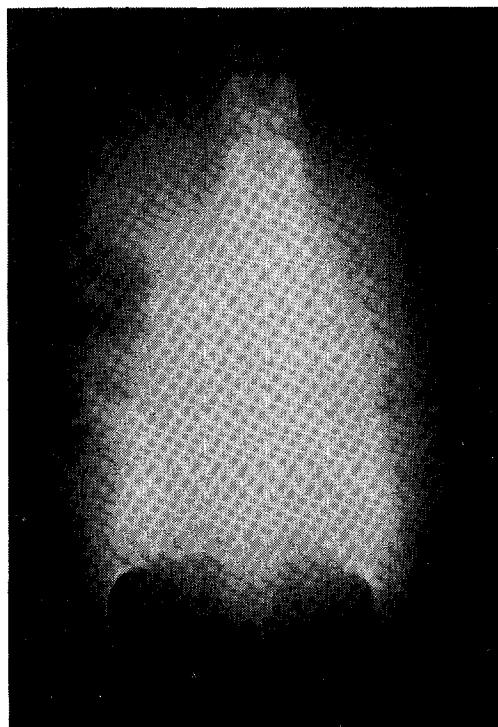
Plain abdominal antero-posterior roentgenogram demonstrating enlarged skull.
